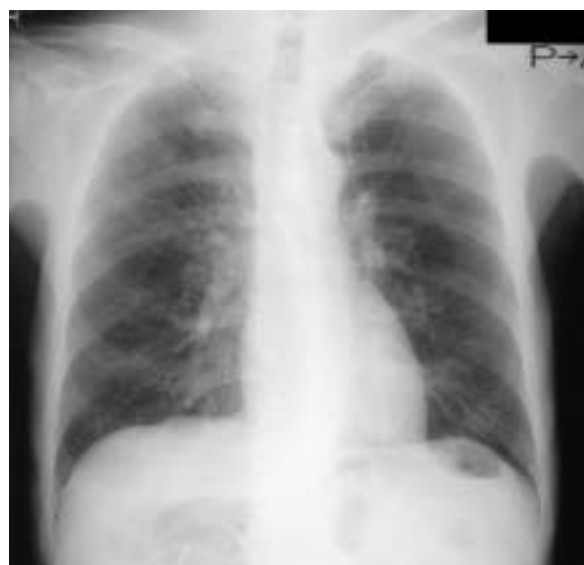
Chest radiograph at the first admission
